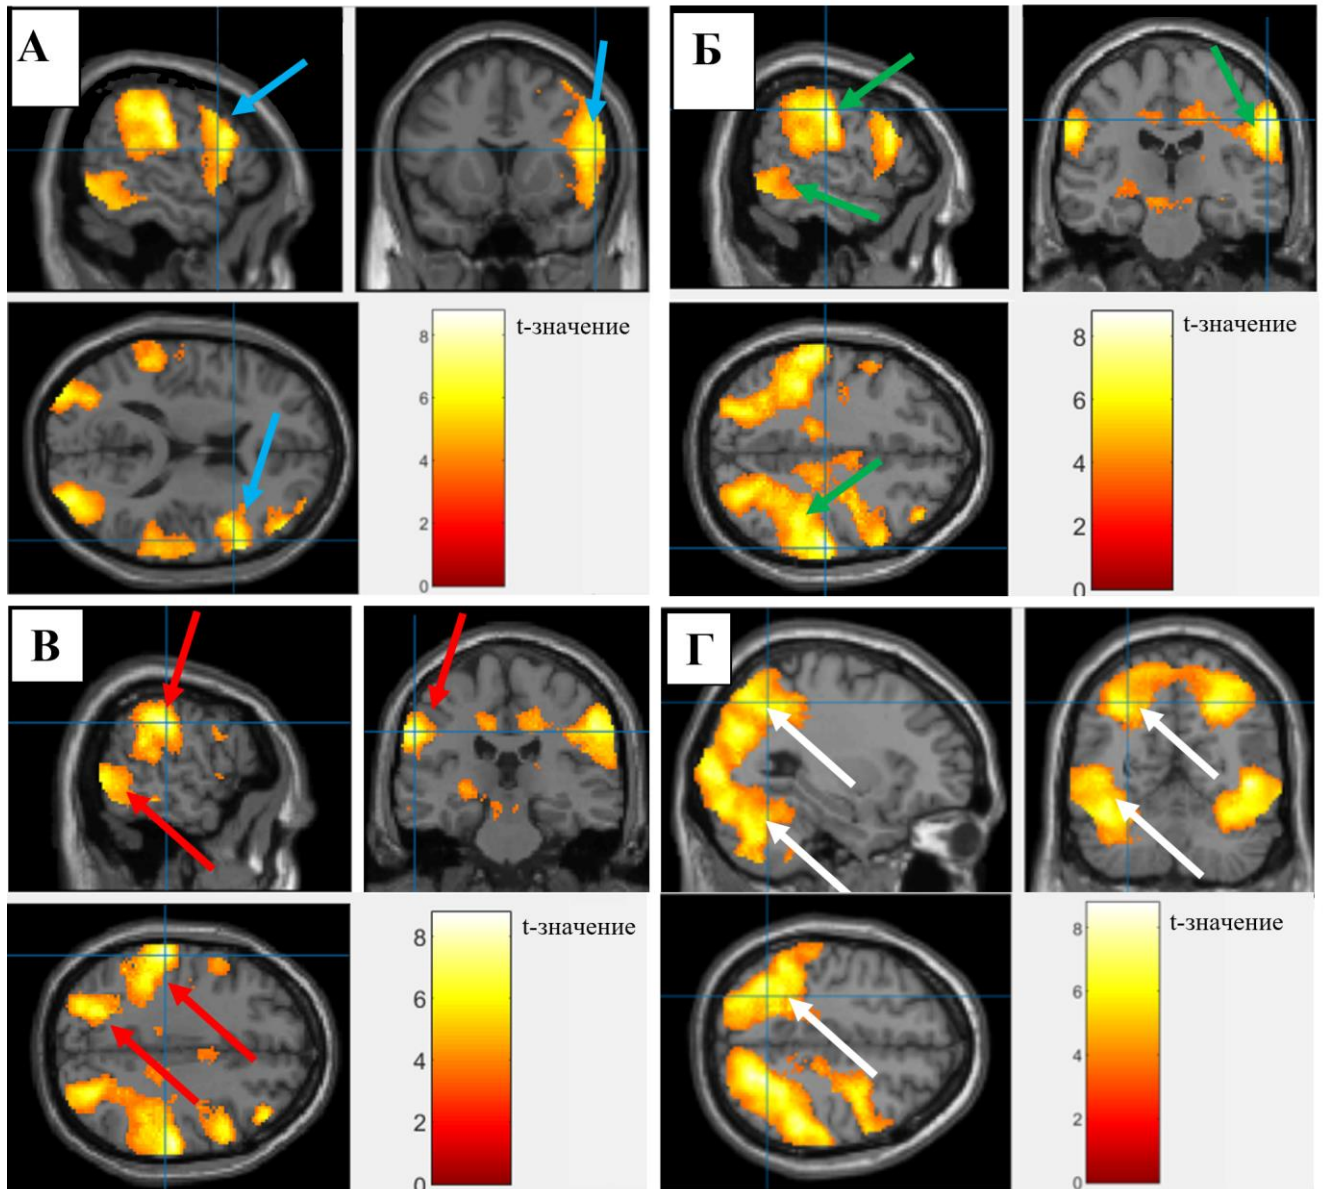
Функциональная МРТ головного мозга в группе здоровых добровольцев, кластер активации в ответ на стрессовое воздействие электрическим током (общий объем 41034 вокселя, $P = 0,001$), включающий зоны активации правой лобной коры (А, голубые стрелки), правой теменной и затылочной коры (Б, зеленые стрелки), левой теменной и затылочной коры (В, красные стрелки), левой затылочной коры и мозжечка (Г, белые стрелки). Цветные шкалы обозначают диапазон t-значений при статистическом анализе групповых карт активации. Детальный состав кластеров активации, объем зон и уровень статистической значимости представлен в таблице 13
